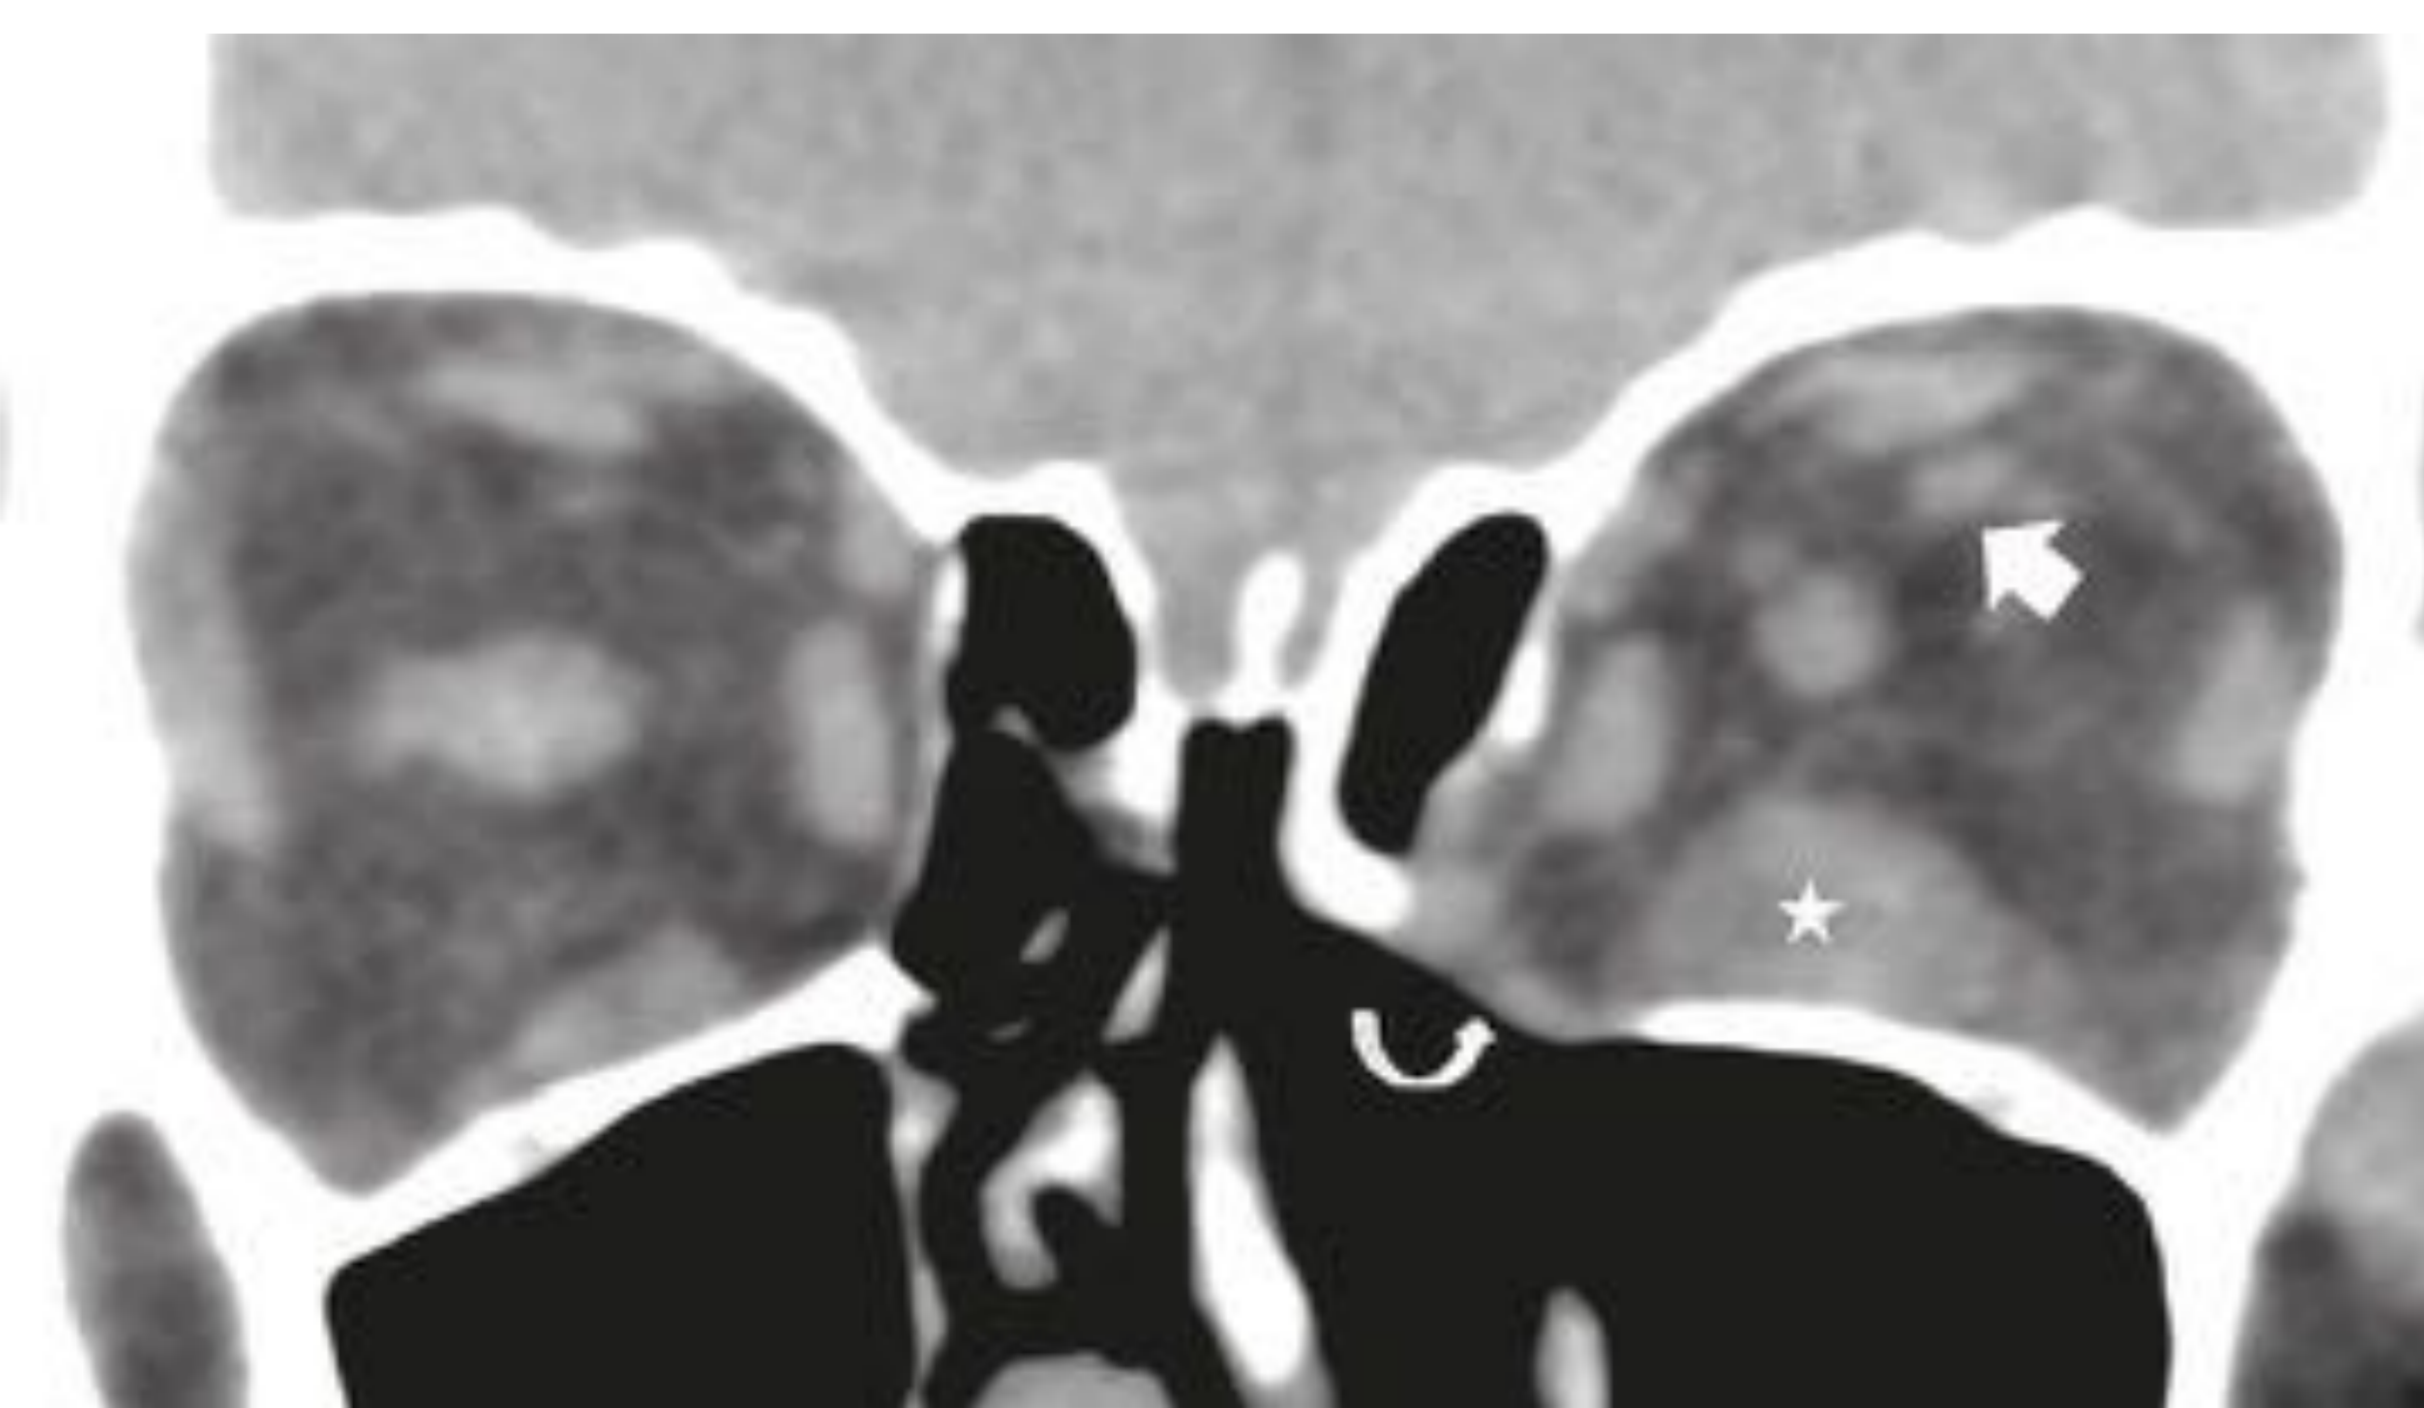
TC coronal sin contraste de un paciente con orbitopatía tiroidea y proptosis unilateral izquierda. Asimetría de calibre de las venas oftálmicas superiores, aumentada en el lado izquierdo, debido a que el aumento de volumen de las estructuras contenidas en la órbita izquierda provoca secundariamente una dificultad en el drenaje venoso (flecha). Engrosamiento del vientre muscular del recto inferior izquierdo (asterisco). Aumento de volumen de la grasa de la órbita izquierda con remodelación de la pared medial-inferior de la órbita (flecha curva).
